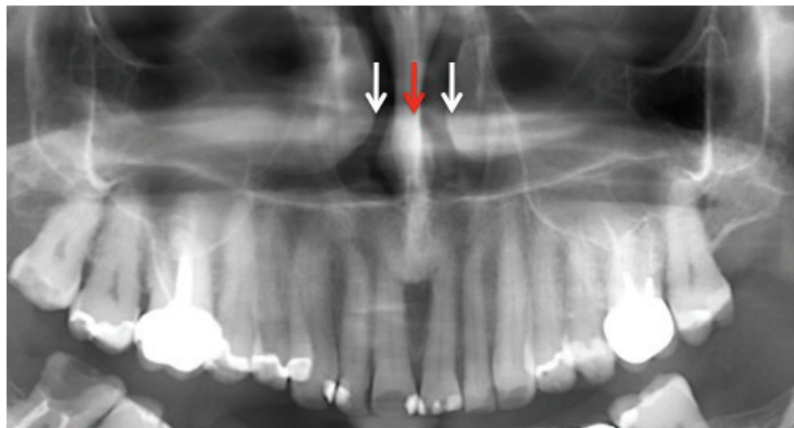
Radiographie des fosses nasales (flèches blanches) et cloison nasales (flèche rouge)
